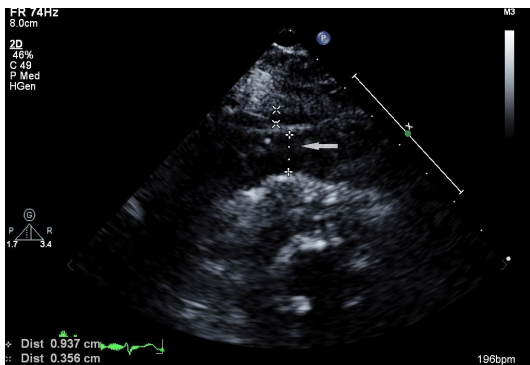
Parasternal short-axis view (EAT2)
